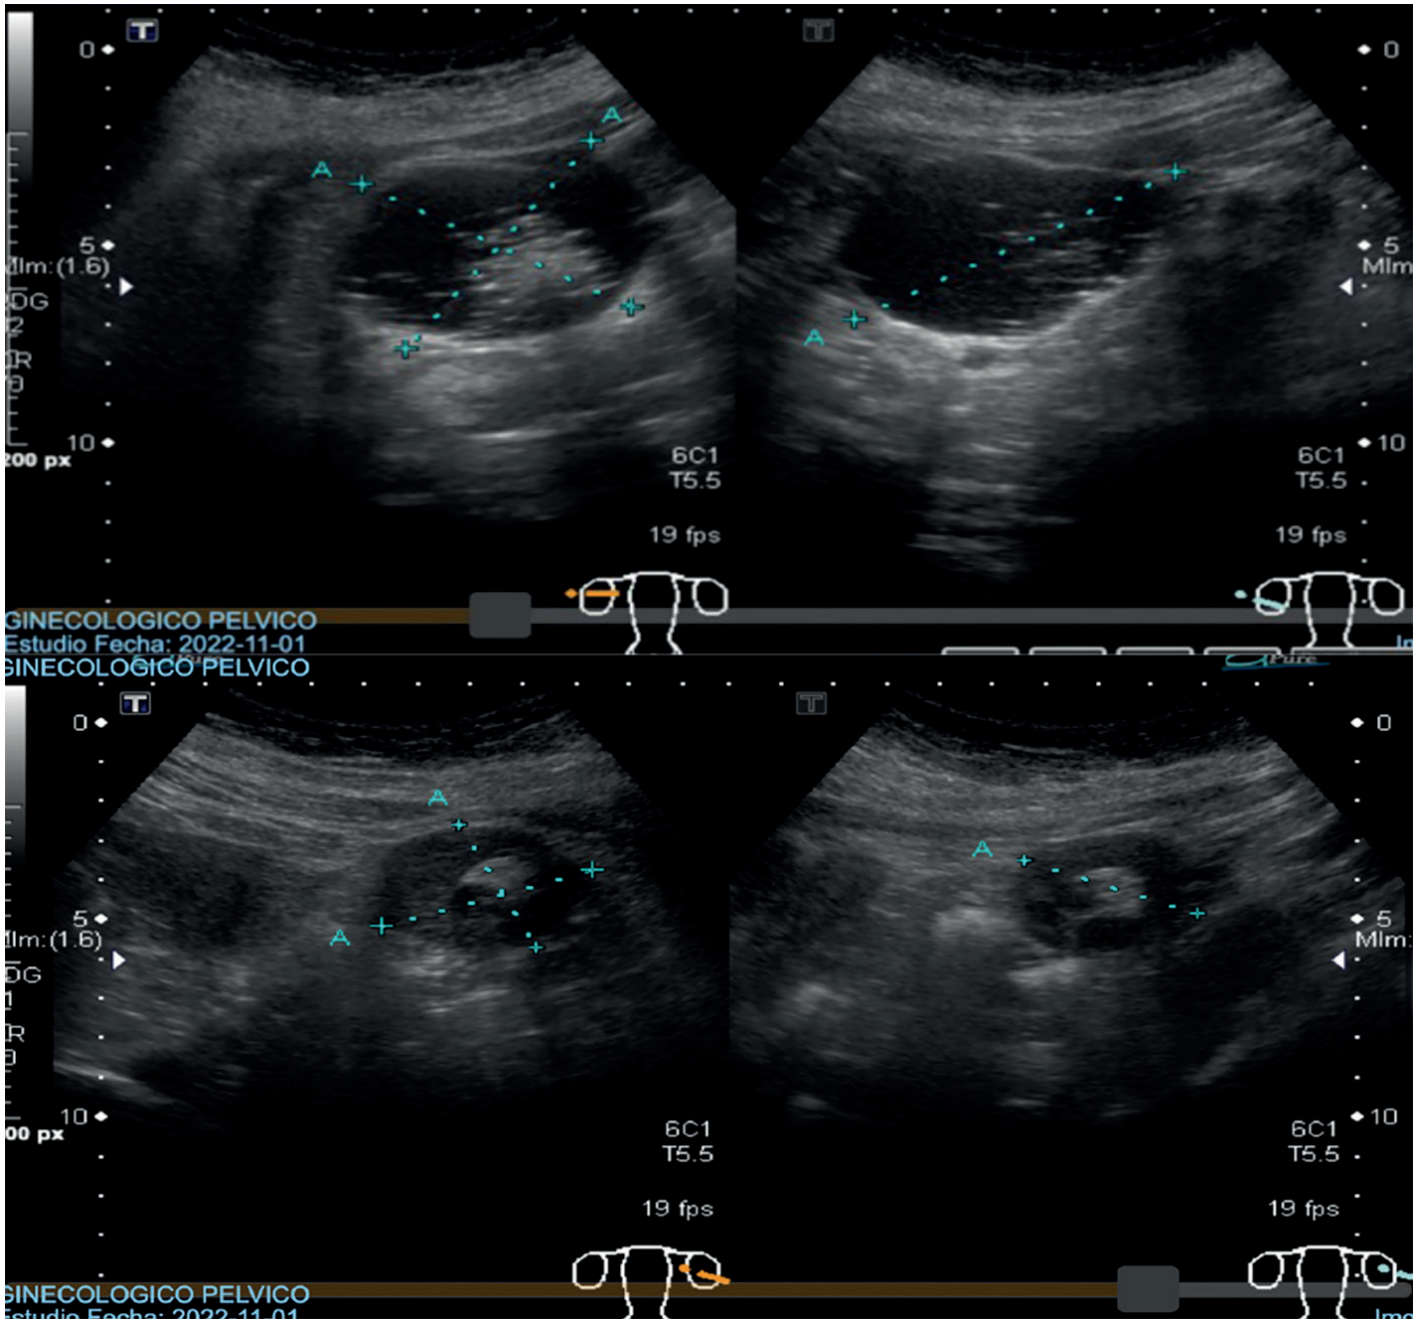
Primer ultrasonido pélvico, en donde se visualizan imágenes sugerentes de teratomas.
